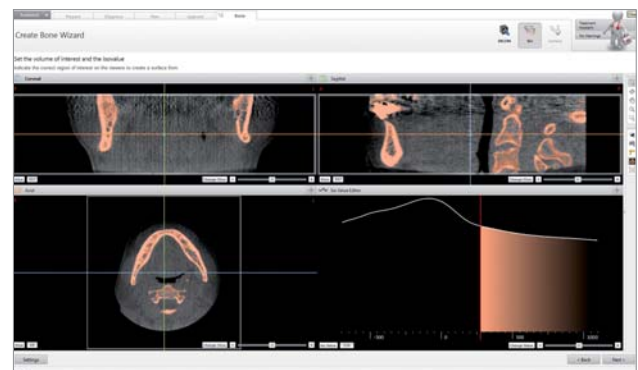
Bildschirmaufbau des neuen CT-Konverters. Die rötliche Kolorierung visualisiert die zur 3-D-Objekt-Generierung verwendeten Areale. Der sogenannte Iso-Wert definiert die Grenze der ausgewählten Grauwerte und wird durch die vertikale rote Linie in der Darstellung unten rechts grafisch dargestellt. Wird diese Linie nach links geschoben bzw. der ISO-Wert durch numerische Eingabe verkleinert, wird das generierte 3-D-Modell größer. Bei Verschiebung der Linie nach rechts bzw. Eingabe eines größeren ISO-Wertes wird das Modell kleiner. Die weiße Kurve repräsentiert die Grauwertverteilung in den zu bearbeitenden Bilddaten Volumina.
